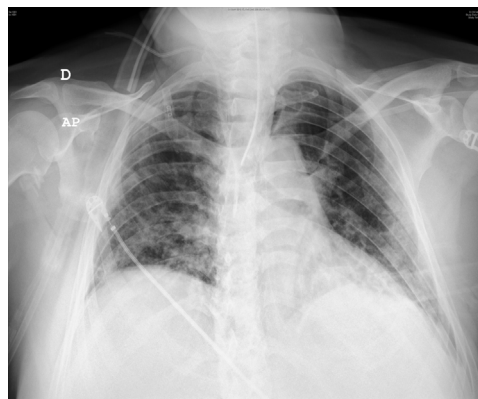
Radiografía posteroanterior de tórax. Imagen compatible con neumonía bilateral por COVID-19.
